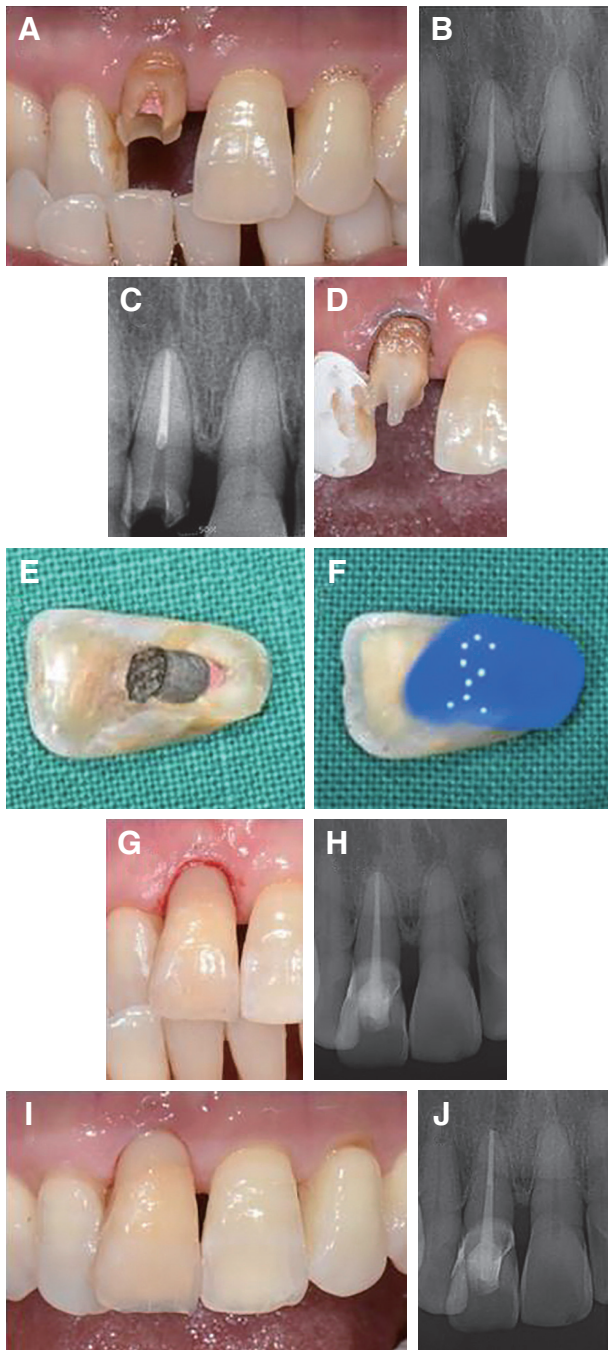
Tooth fragment reattachment of the Case A. (A) preoperative photograph, (B) preoperative radiograph, (C) completion of canal filling, (D) cementation of fiber post, (E) tooth fragment (palatal surface), (F) acid etching of fractured fragment, (G) postoperative photograph, (H) postoperative radiograph, (I) 5-month follow-up photograph, (J) 5-month follow-up radiograph.
